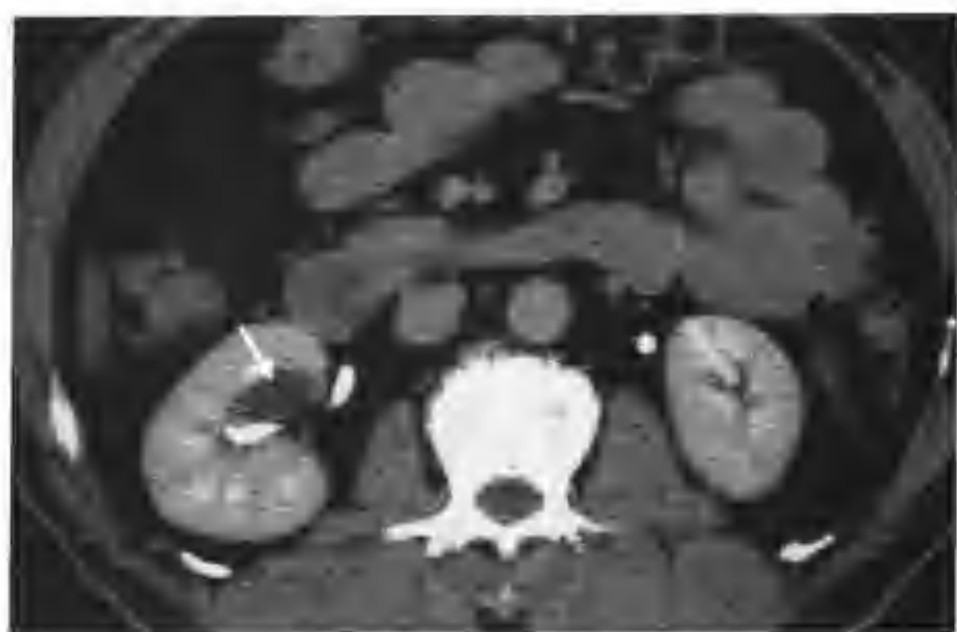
与图 3-1-111 为同一病例，肾盂期病灶轻度减低，CT 值 15HU，病灶边界清楚，相邻肾盂、肾盏轻度受压 (箭头示错构瘤)
